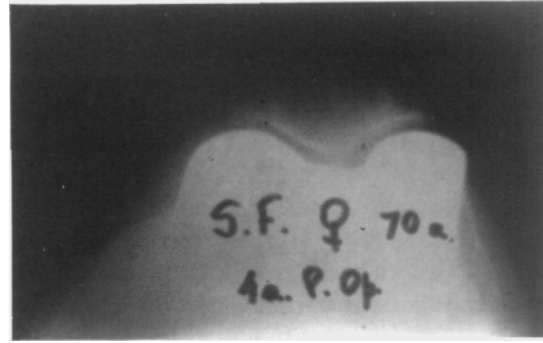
Radiografía axial de rótula. RTR sin reemplazo patelar. Excelente estado del cartílago articular.
